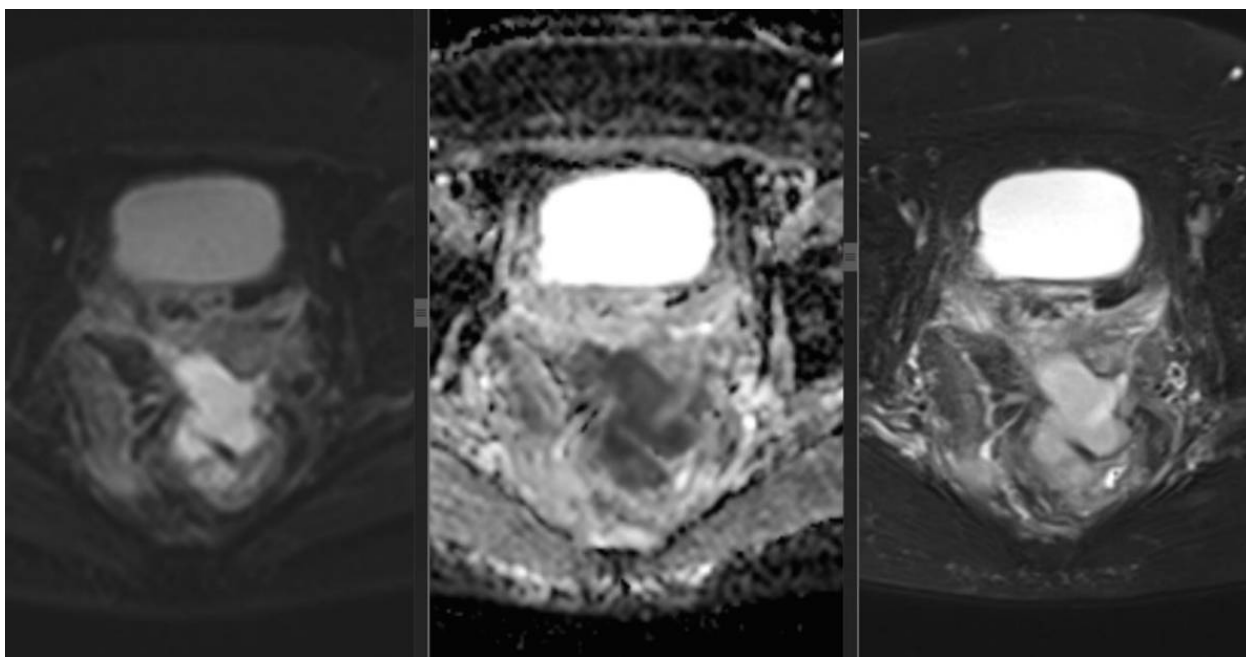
МРТ. Хвора С., іст. хвороби № 9.1421. Гематома після встановлення сітчастого ендопротезу.
